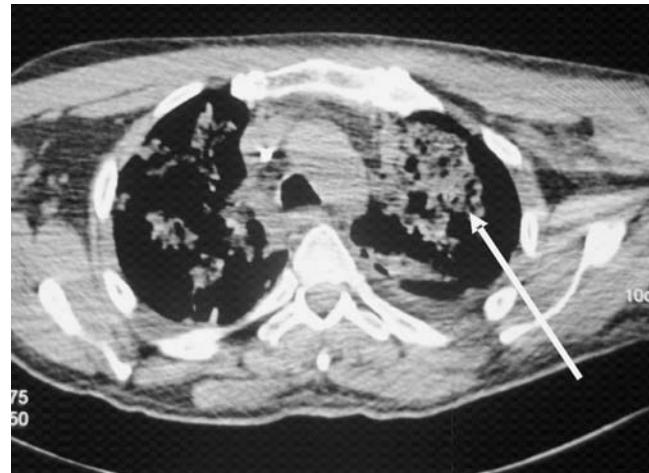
Tomografía de tórax: se observa patrón infiltrativo bilateral con predominio de ápice pulmonar izquierdo (flecha).
